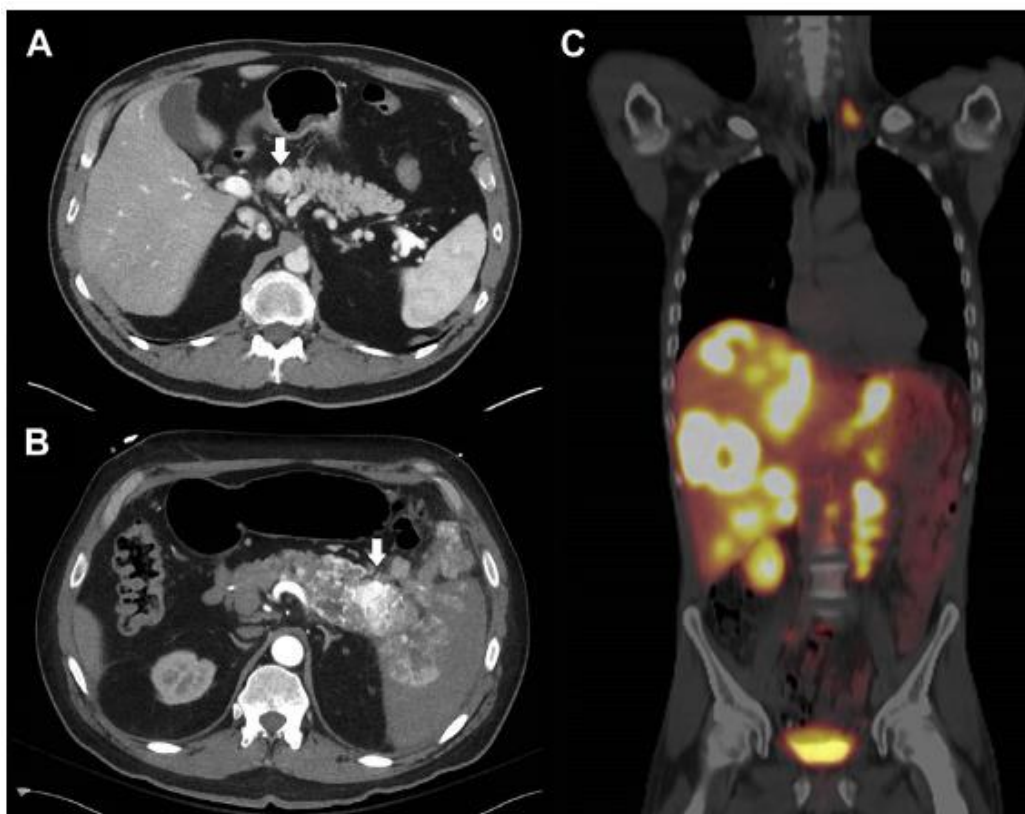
TNEp bem circunscrito (seta branca) (A), com invasão do baço e cavidade peritoneal com hiper-realce em fase arterial de TAC (seta branca) (B). Após recessão do TNEp primário, foi realizada PET-68Ga que evidencia extensa metastização no fígado, gânglios linfáticos para-aórticos e supra-clavicular esquerdo (C). (Adaptado de (16))
